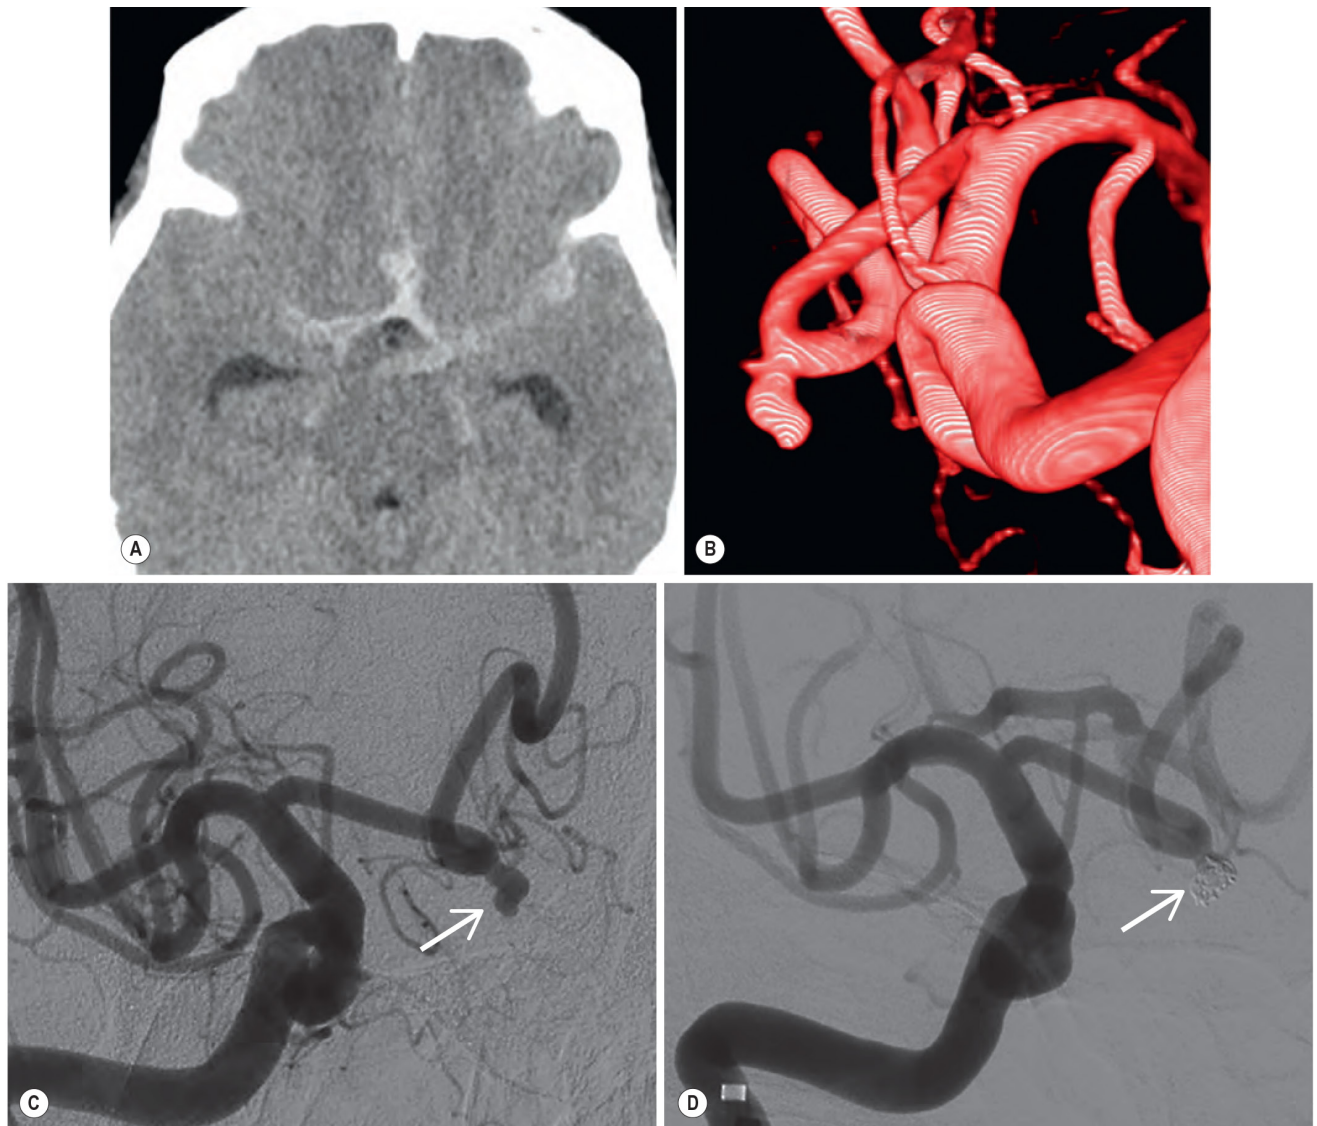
A 50-Year-Old Presents With an Acute-Onset Headache. (A) Non-enhanced cardiac computed tomography demonstrates acute subarachnoid blood. (B and C) Three-dimensional digital subtraction angiography characterises the lobulated anterior communicating artery aneurysm prior to endovascular coiling where it is completely excluded from the circulation (D).
